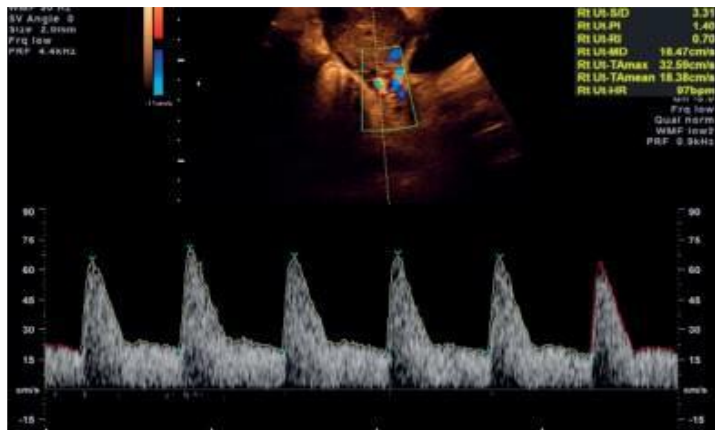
Nr. 1.7 Doppler normal i Arteries Uterine
